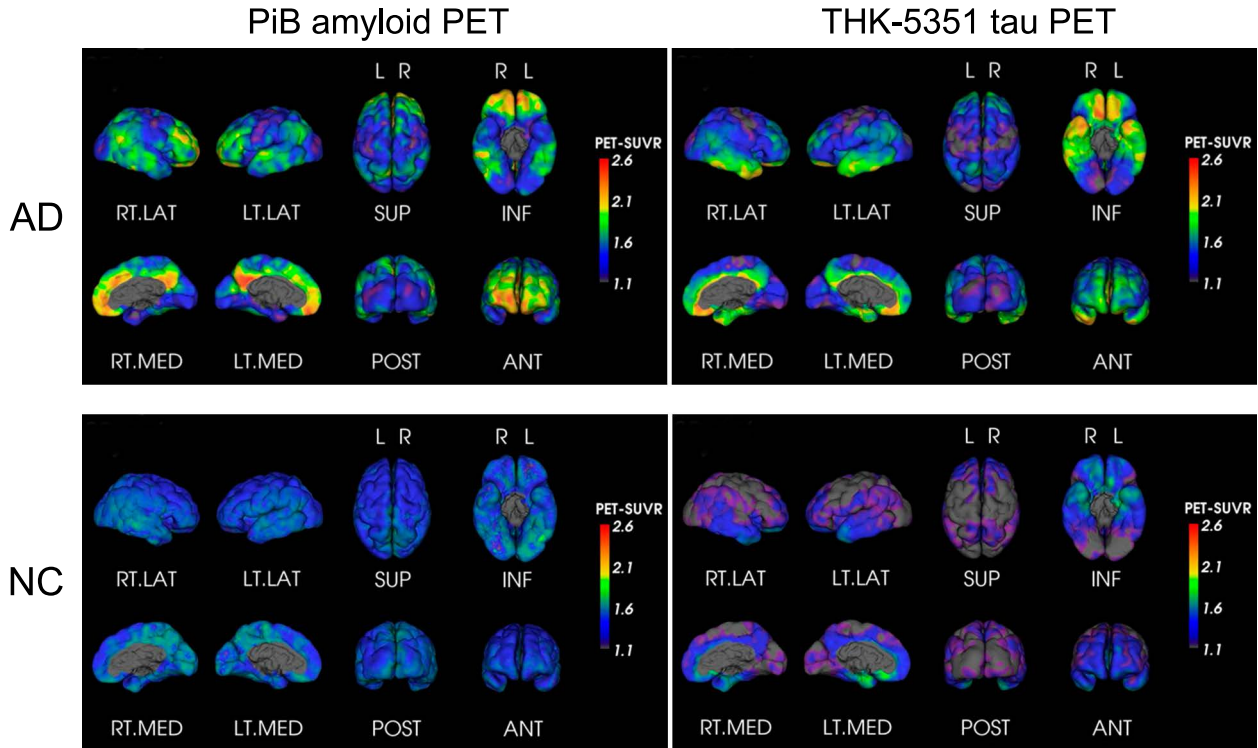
Amyloid and tau PET images in AD patient and normal subject.
